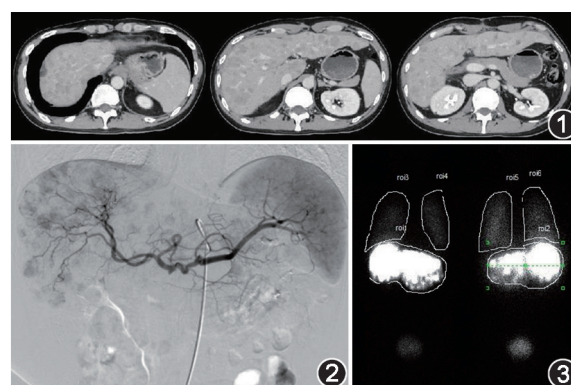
肝细胞癌患者(男,37岁)首次⁹⁰Y-选择性内放射治疗(SIRT)前增强 CT 显像图 轴位图像显示全肝多发转移灶,肿瘤病灶广泛分布于左、右肝叶 图2 同一患者⁹⁰Y-SIRT 前数字减影血管造影图 造影显示肿瘤供血动脉,确定首次⁹⁰Y-SIRT 范围为全左肝叶及部分肝右前叶(第5、8段) 图3 同一患者⁹⁹Tc^m-大颗粒聚合白蛋白(MAA) SPECT 显像图 前后位⁹⁹Tc^m-MAA 全身显像显示肝脏放射性灌注区;肺野可见轻度放射性分布。经定量分析测得肺分流分数为 9.72%,余无肝外异常摄取,符合⁹⁰Y-SIRT 安全标准(肺分流分数<15%)
